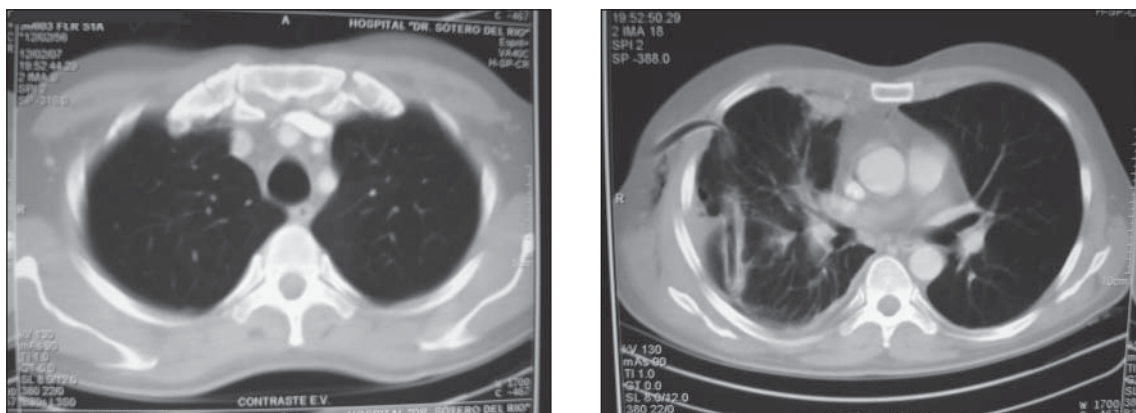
TAC de tórax con contraste, control post operatorio.
